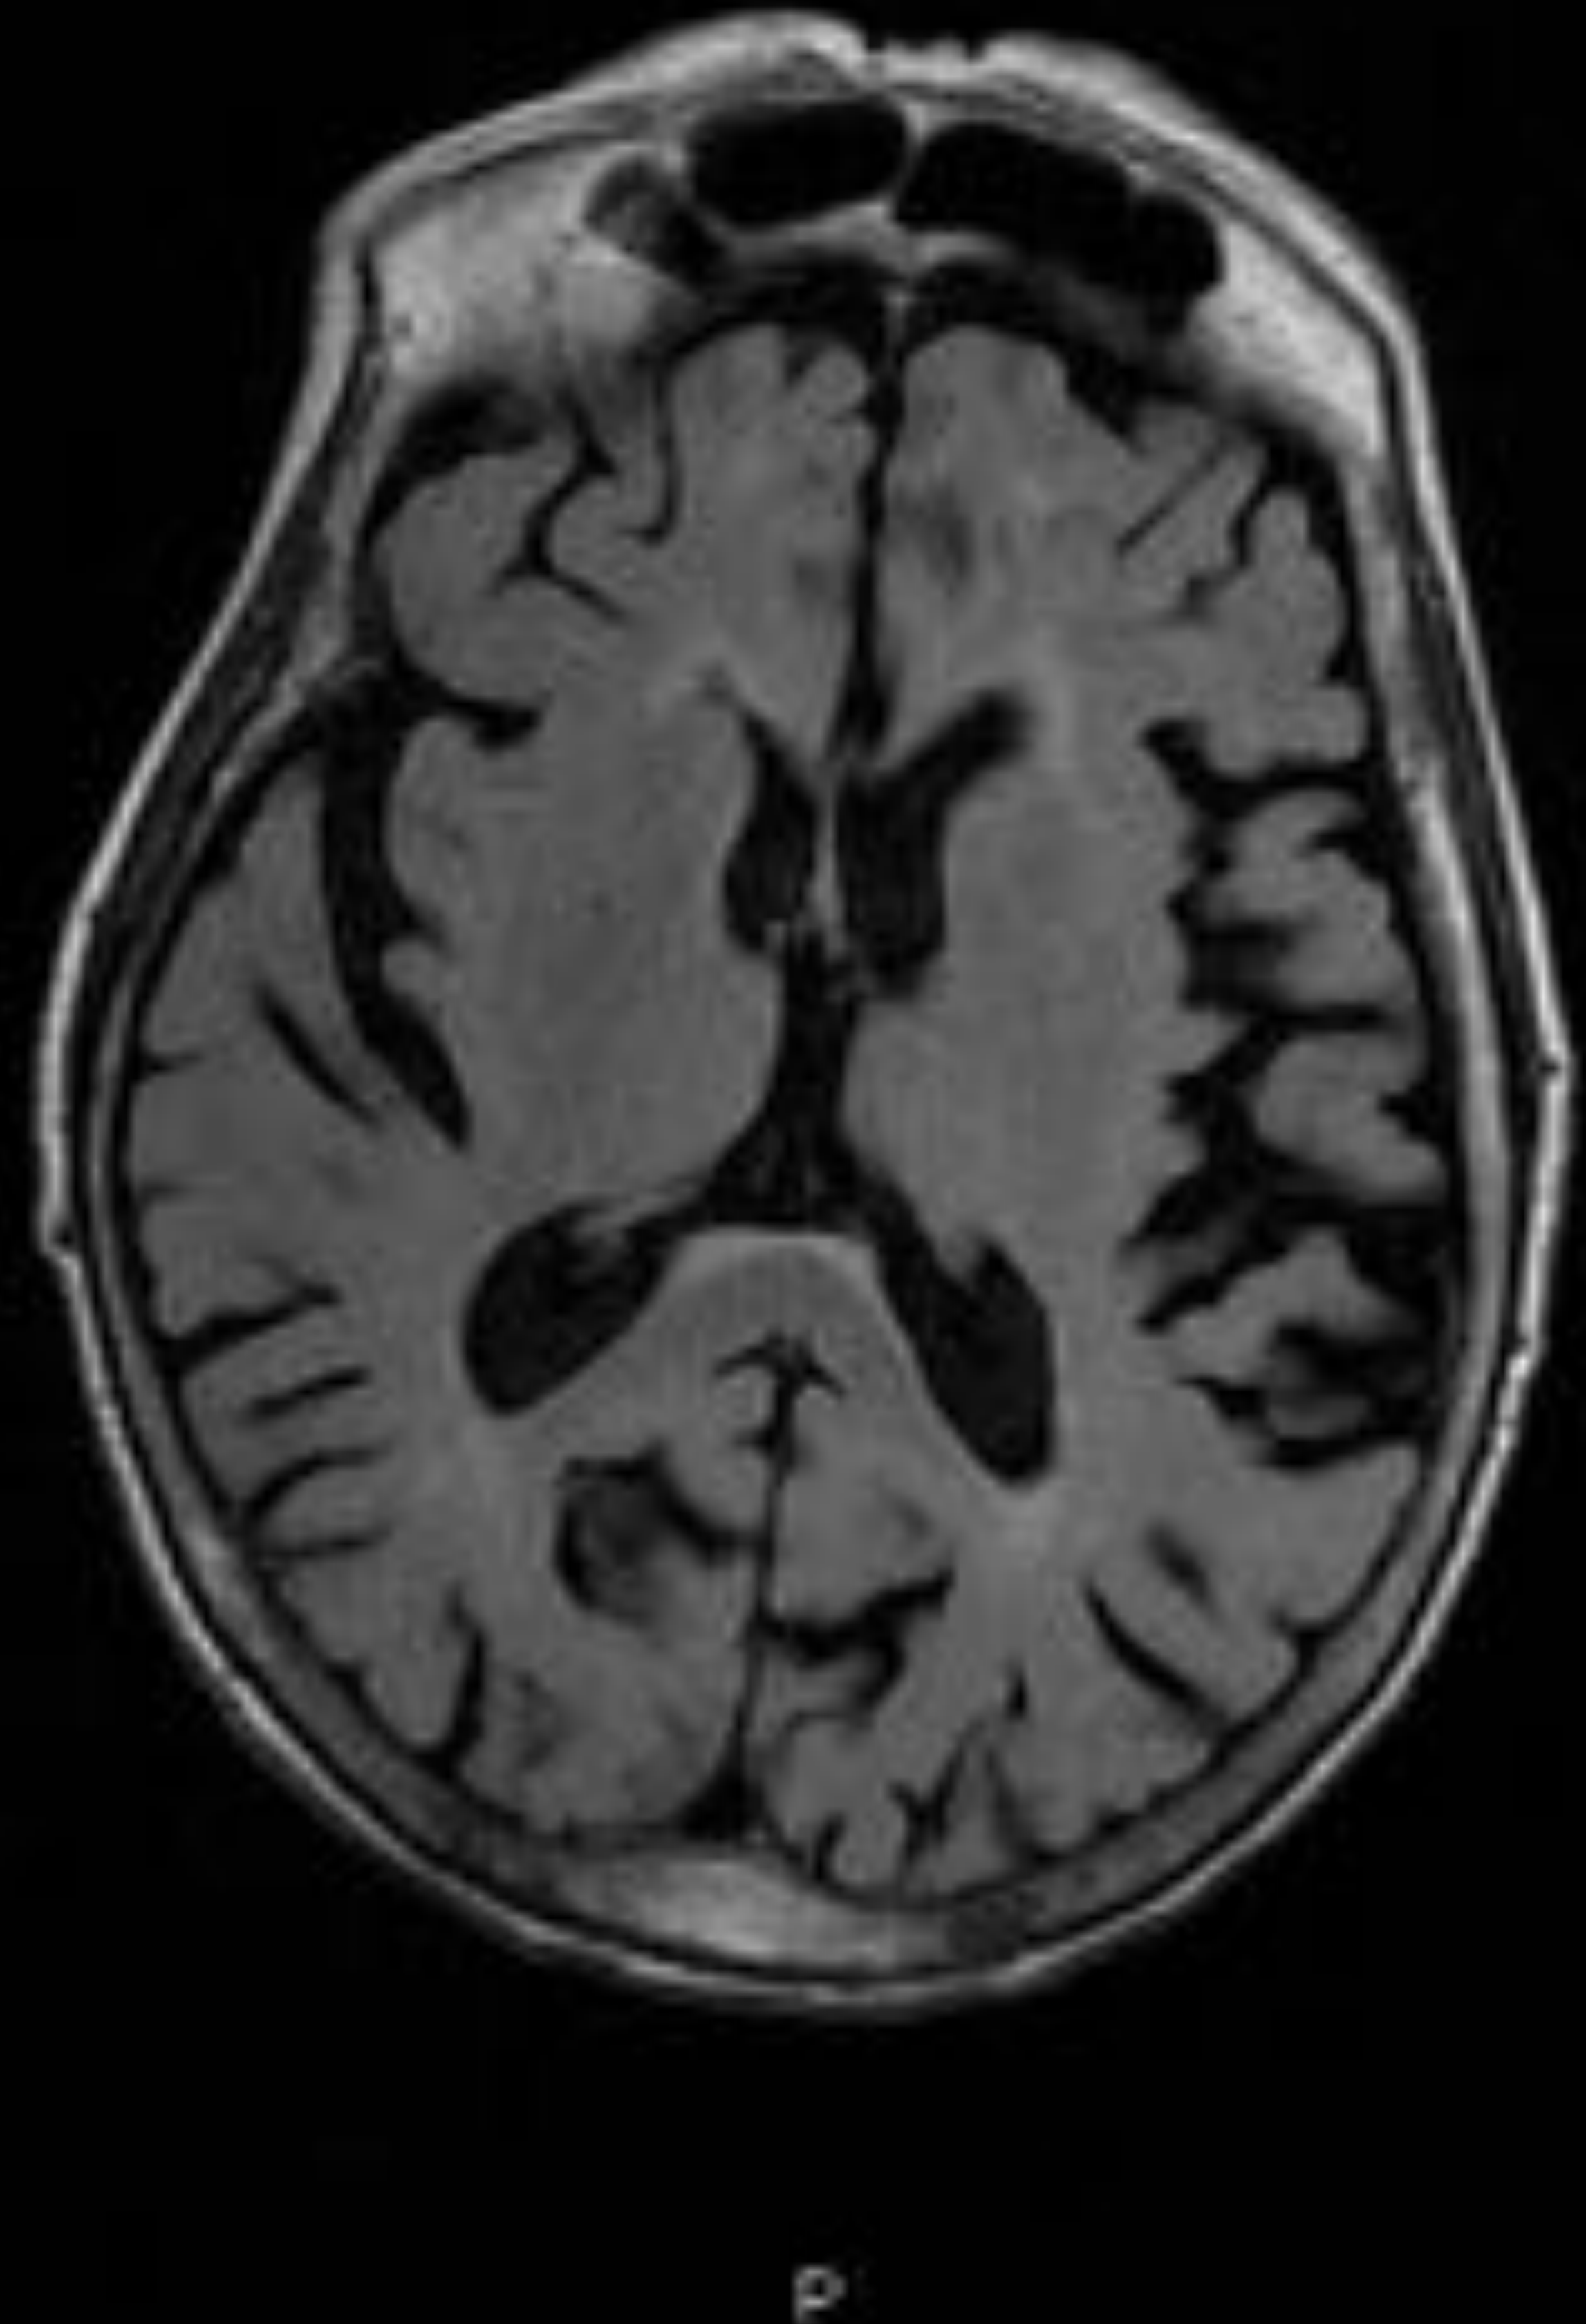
Estudio del mismo paciente tras tratamiento hipotensivo. Resolución completa de los hallazgos relacionados con encefalopatía posterior reversible en el estudio previo. Secuencia FLAIR, axial.
